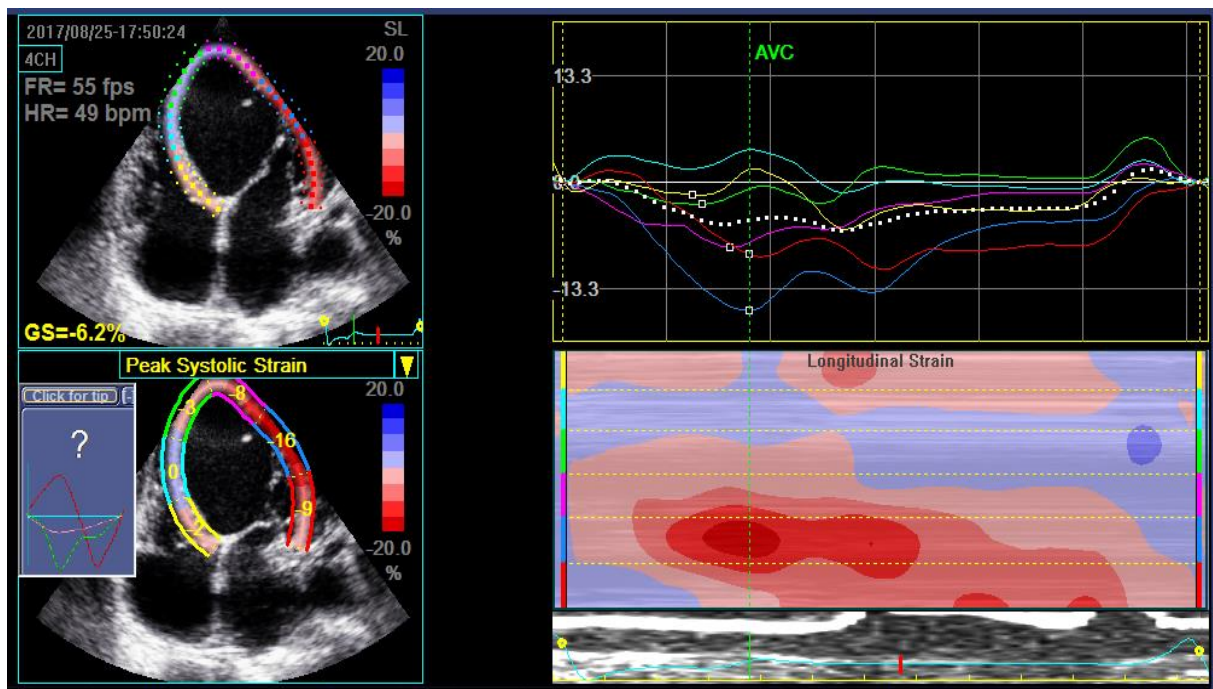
Método de strain rate em corte apical 4 câmaras demonstrando uma grave redução na função sistólica ventricular esquerda. Fonte: arquivo do próprio autor.
